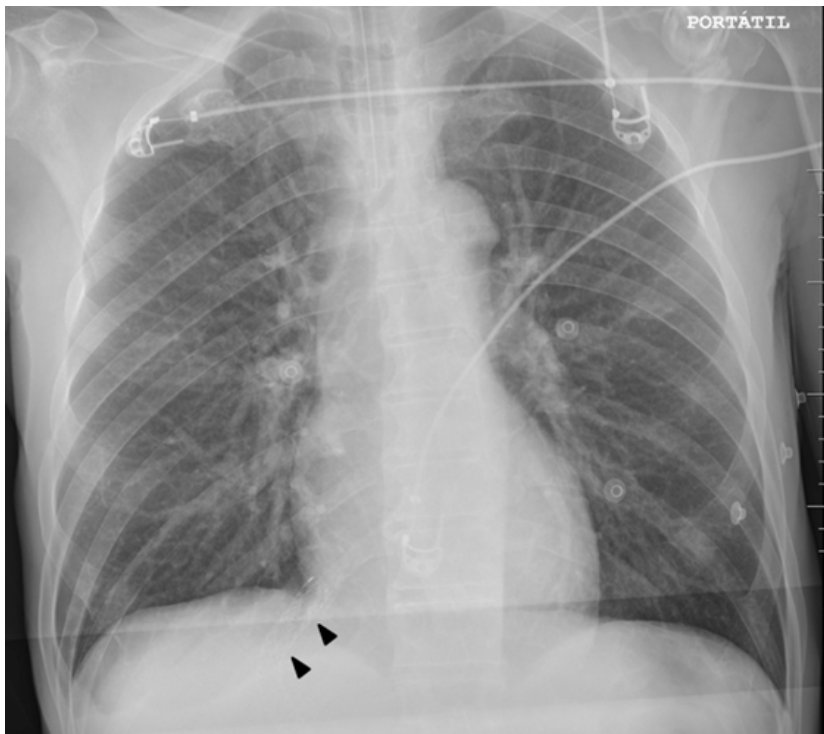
Radiografía de tórax portátil a la llegada del paciente a urgencias. Puede observarse la sombra del TIPS coincidiendo con una imagen costal derecha (puntas de flecha).
